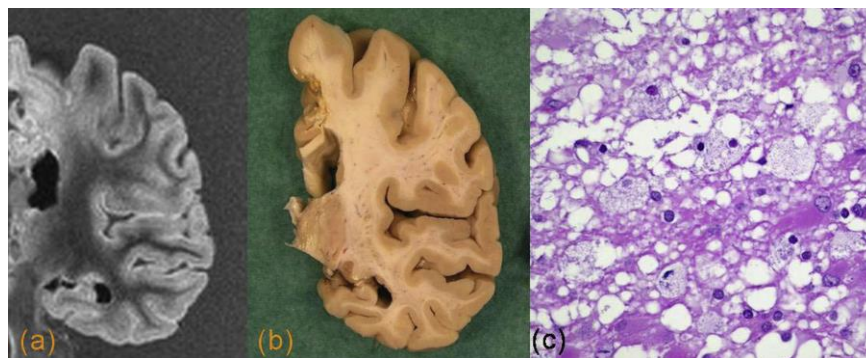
Cortes coronales de resonancia magnética (a) y pieza macroscópica (b), con atrofia del hipocampo y de la corteza Entorrinal. C) Imagen microscópica del hipocampo, con tinción tau, con presencia de múltiples ovillos neurofibrilares y placas neuríticas aisladas. (T. Cabada Giadás et al., 2008) (8)
